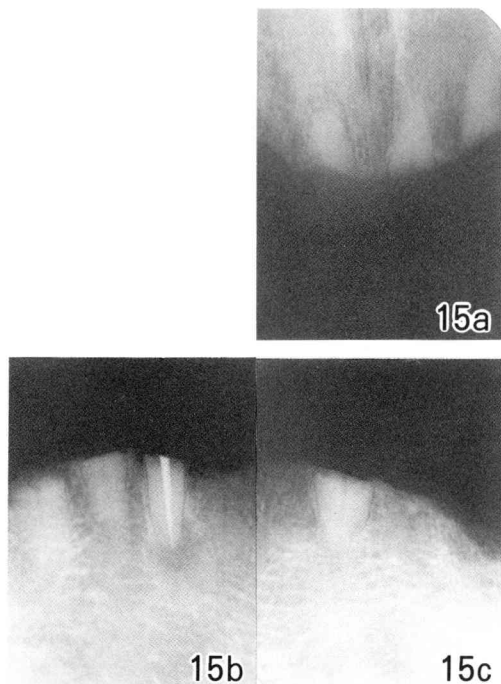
Radiographs of submerged roots 89 months after the operation.
